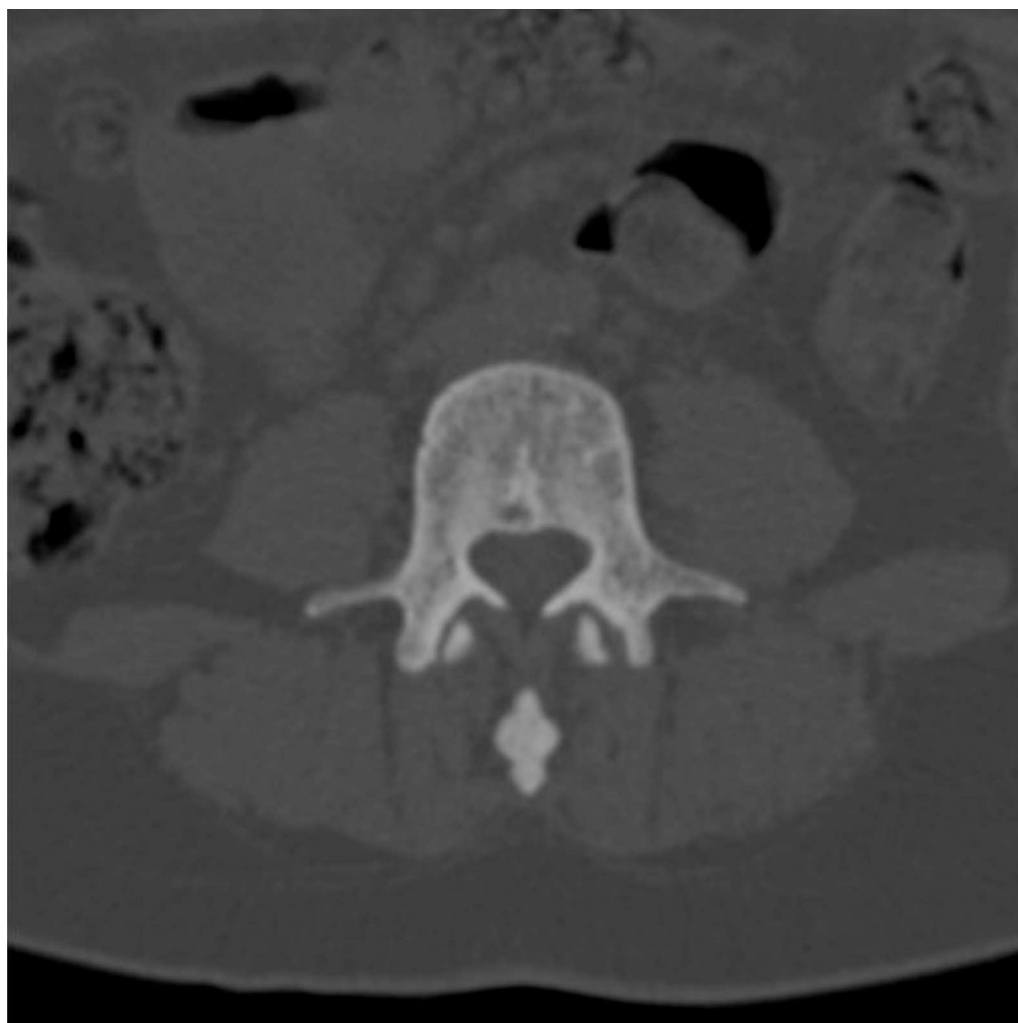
TAC columna lumbar: pequeñas áreas de densidad aumentada en cuerpos vertebrales.
